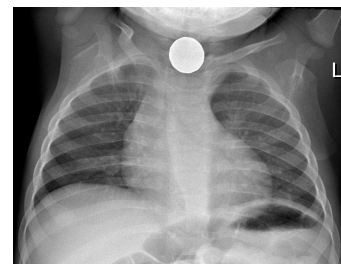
Immagine radiografica dell'ingestione di una moneta
